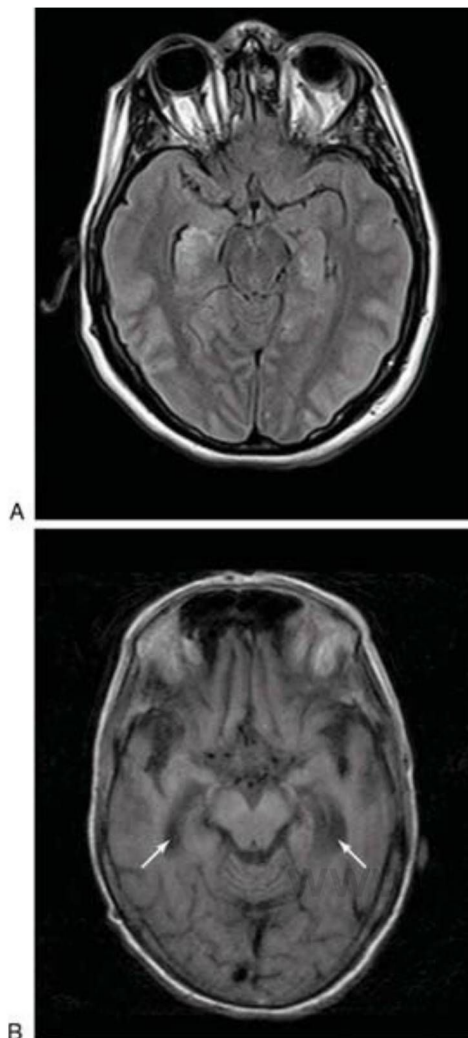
Imagen axial de resonancia magnética que muestra hiperintensidades en ambos hipocampos, ligeramente más brillante en el lado derecho que en el izquierdo, como resultado de una intensa hipoglucemia (A). En B, imagen de resonancia magnética potenciada en T1. Obsérvese la atrofia de ambos hipocampos con aumento de tamaño de las astas temporales (flechas) y atrofia del córtex orbitofrontal en un paciente con demencia de Alzheimer.
